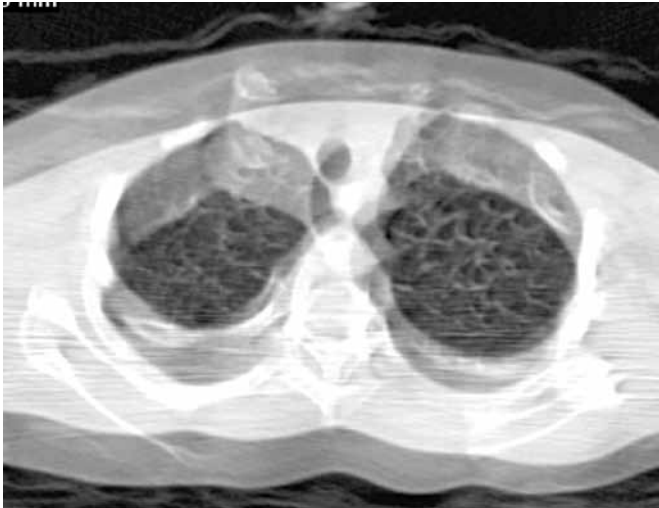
Артефакт при проведении КТ детям. При проведении КТ детям в «коммерческих» медицинских организациях зачастую не соблюдается методика выполнения исследования, что приводит к невозможности интерпретации полученных результатов. При проведении КТ ребенку нельзя спешить!
